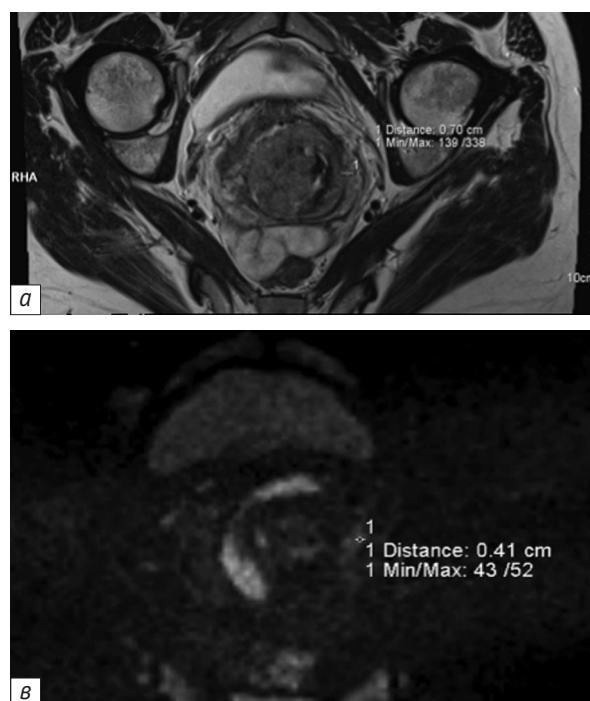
МРТ органов малого таза. По левой (а) и правой (б, в) полуокружностям шейки матки видны зоны инвазии с несколько повышенным сигналом:
